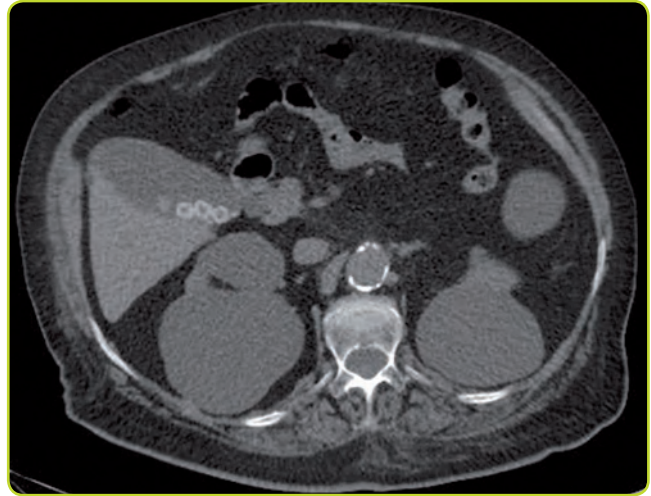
TC de colelitiasis con cálculos de densidad cálcica.
